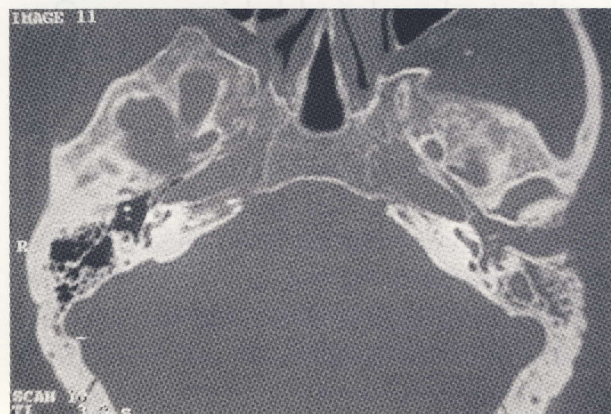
TC AXIAL PONDO EM EVIDÊNCIA EROSÃO DA CORTICA EXTERNA DA MASTOIDE BEM COMO DA PORÇÃO ÓSSEA DO CAE.
